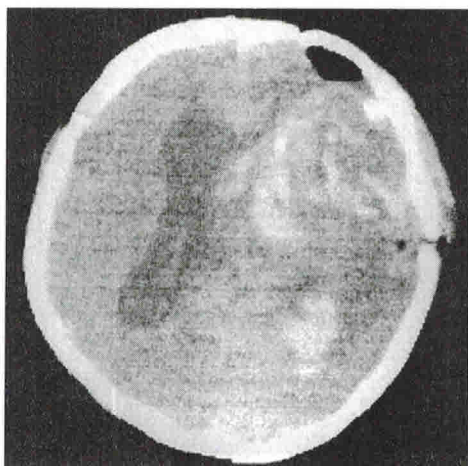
Послеоперационная КТ больного П.
